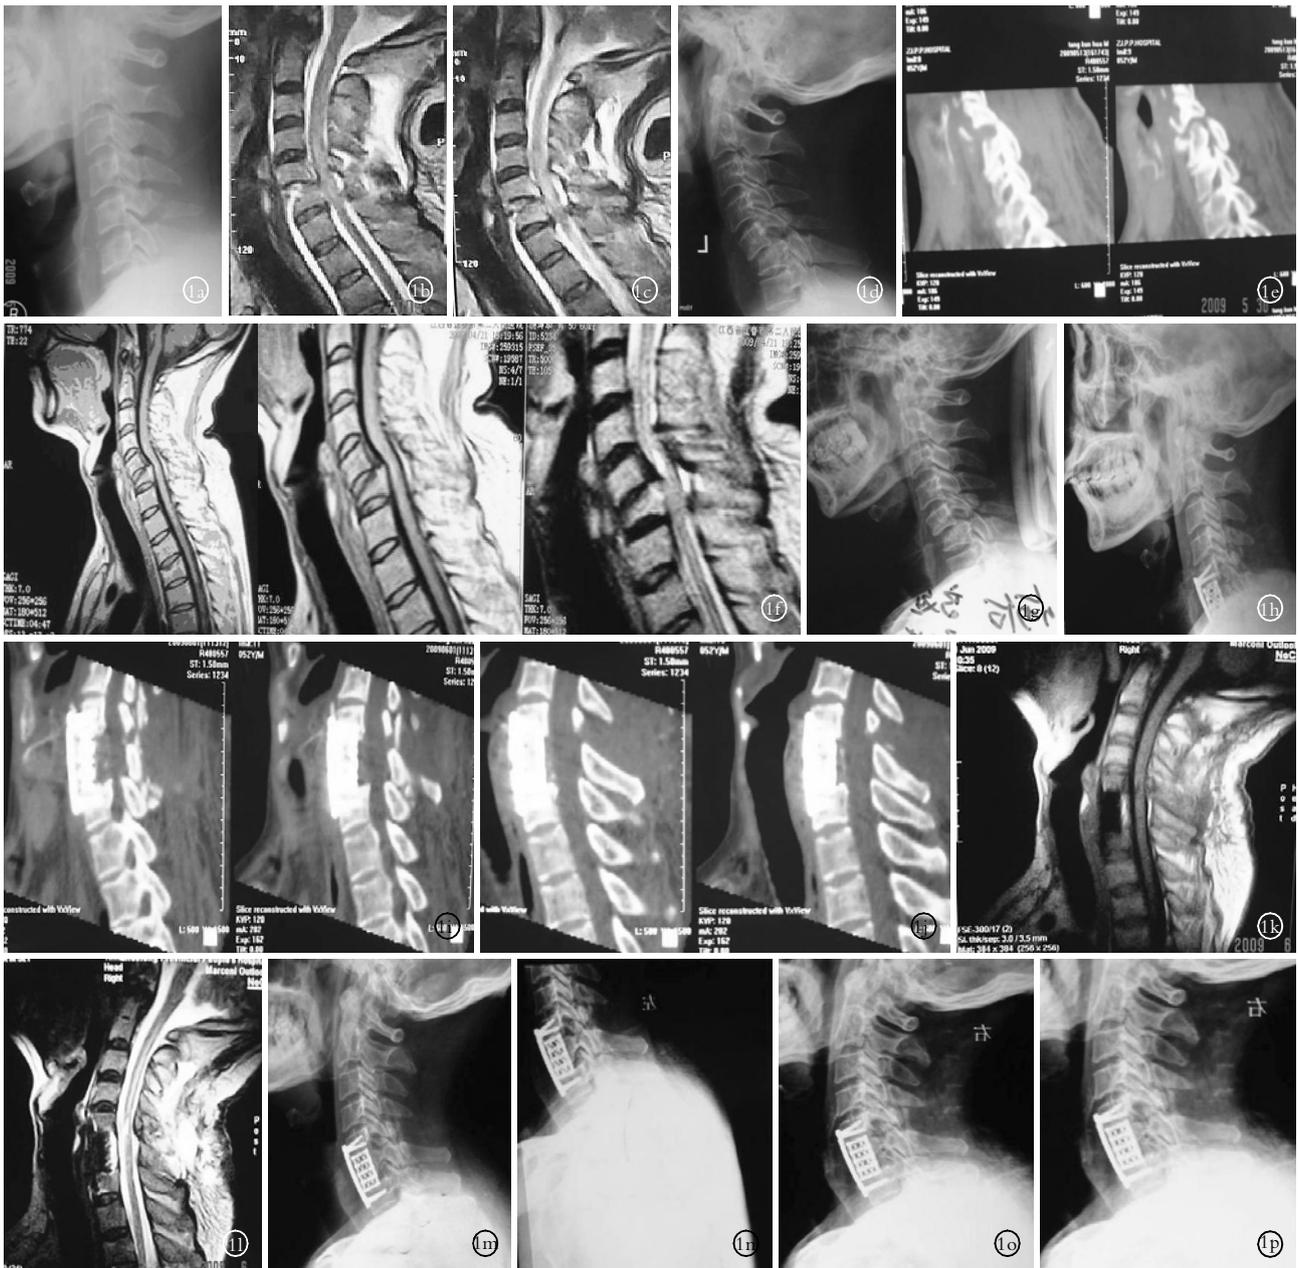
患者,男,56 岁,陈旧性下颈椎交锁脱位 1a.受伤当日 X 线侧位片示 C₆ 椎体上缘骨折, C₅ 棘突骨折,生理曲线变直 1b,1c.受伤后 3 d MRI 示 C₅-C₆ 椎间盘损伤, C₆ 椎体骨折 1d.伤后 8 个月, X 线示 C₅-C₆ 骨折脱位,小关节交锁 1e.伤后 8 个月 CT 提示 C₅-C₆ 脱位伴关节交锁 1f.伤后 8 个月 MRI 提示 C₅-C₆ 脱位后凸畸形颈髓损伤、C₅-C₆ 节段受压 1g.术前颅骨牵引(14 kg)X 线片示脱位无好转 1h.术后 3 d X 线提示脱位复位良好、关节突解锁,生理曲线恢复正常 1i,1j.术后 3 d CT 进一步证实脱位复位良好、关节突解锁,生理曲线恢复正常 1k,1l.术后 3 d MRI 椎管良好减压,颈髓压迫解除,术前颈髓损伤信号无改变 1m,1n,1o.术后 1、2、3 个月复查 X 线表现良好 1p.术后半年复查侧位 X 线维持良好生理曲线,脱位节段融合良好
